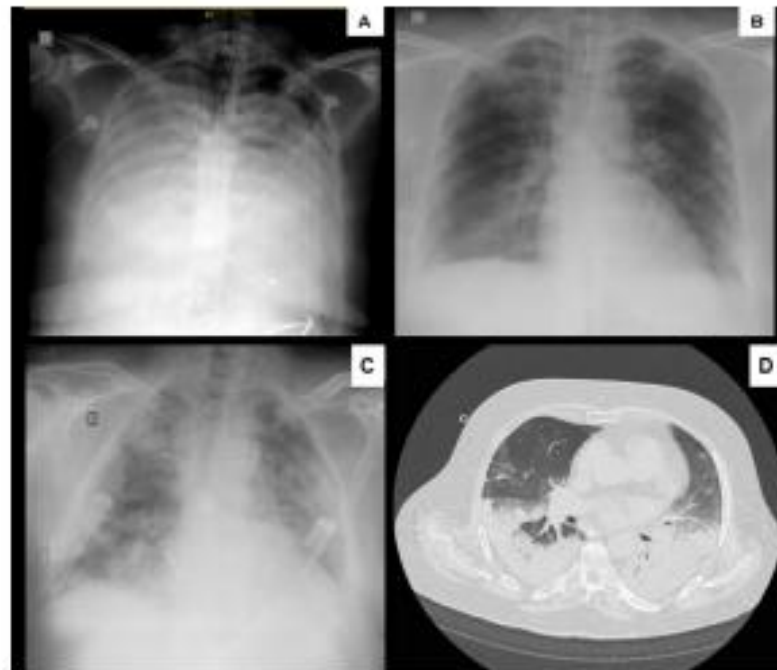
Chest Images of patient 2 (A and B) and patient 4 (C and D). A and C Images were obtained before the protective mechanical ventilation protocol was started and B and D images 24 to 48 h after initiation of the protocol. Note that patient 2 showed a marked improvement on chest X-ray after the protocol was applied, whereas patient 4 did not. Computed tomography scan (D) showed extensive lower lobe consolidations related to the inflammatory/infectious process associated with ground-glass attenuation, which may represent an edema component.
